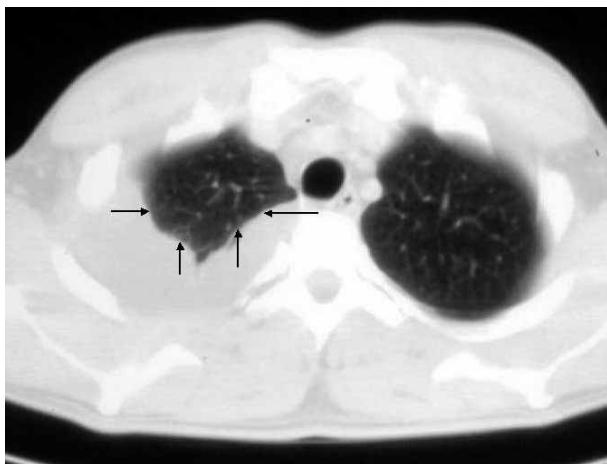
TAC de tórax con ocupación pleural derecha correspondiente a un empiema. La línea de interfase líquido-pulmón (flechas) no se marca continua, en forma de semiluna, como en los derrames libres sino irregular por las adherencias pleurales y loculación del líquido.
